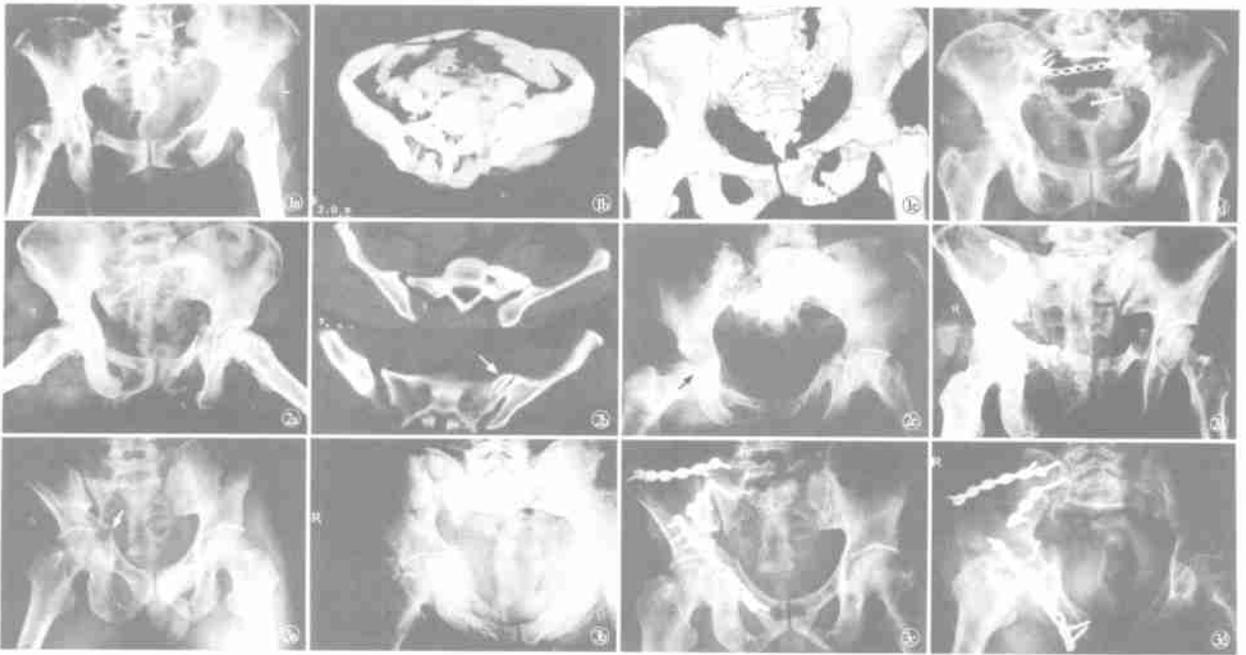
女,48岁,C₃型骨折 a. 术前X线片示后环经左侧骶孔,前环双侧耻坐骨骨折 b. CT示左侧经骶孔骨折分离 c. 三维CT重建示纵向移位明显 d. 经后路髂后嵴钢板及骶骨椎体空心钉内固定术后X线片 图2 女,46岁,C₃型骨折 a. 术前X线片示右侧后环经骶髂关节,前环双侧耻坐骨骨折 b. CT示右侧骶髂关节分离,左侧骶骨翼压缩骨折(▲所示),即右侧C型,左侧B型骨折 c. 经大重量骨牵引,髋关节几乎脱位(▼所示),仍不能完全复位 d. 术后X线片示对位良好 图3 男,42岁,C₃型骨折 a. 正位X线片示后环经骶髂关节,前环经髌臼骨折(▲所示)及坐骨骨折 b. 入口位X线片示骶髂关节前后移位明显及髌骨骨折 c. 术后正位X线片示复位良好 d. 术后入口位X线片示前后移位纠正
